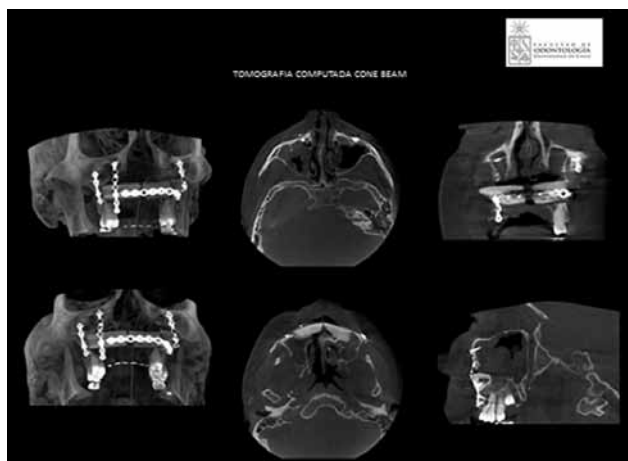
Tomografía computada de la cirugía reconstructiva.
